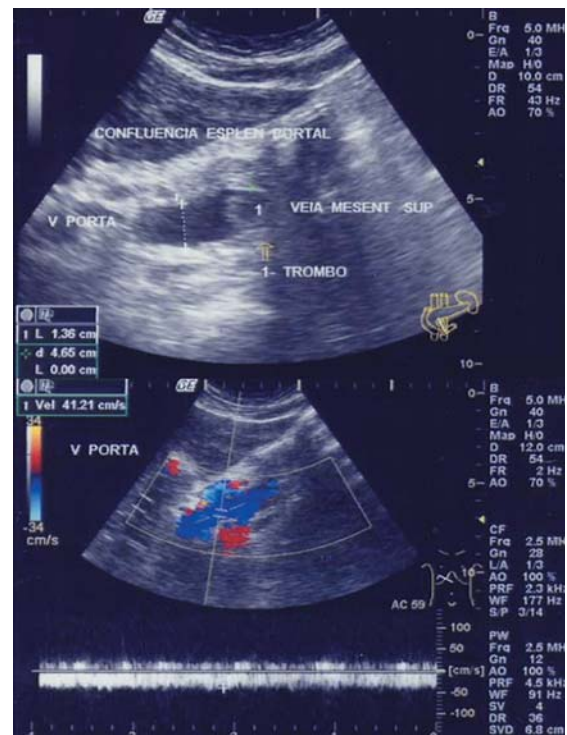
Ecografia abdominal com doppler que mostra trombo ecogénico na veia mesentérica superior, estendendo-se até à confluência esplenoportal; fluxo hepatopetal na veia porta de 39 cm/seg; veias supra-hepáticas permeáveis.
